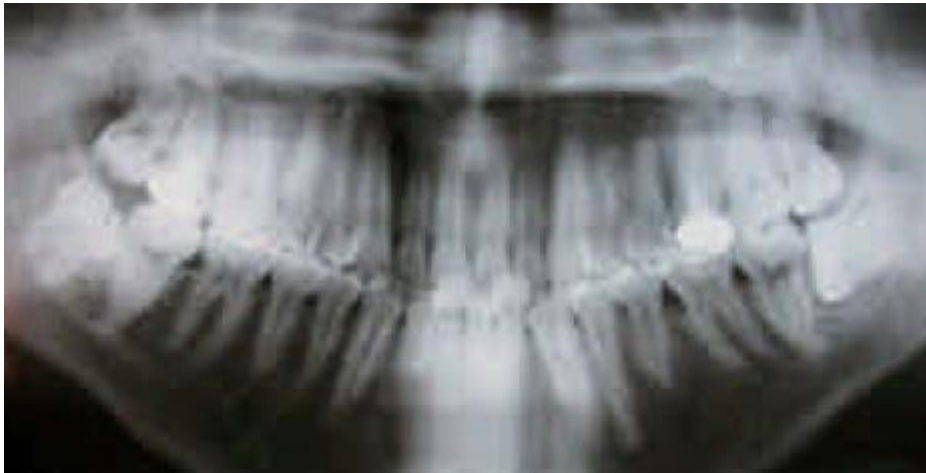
La radiographie panoramique montre une 38 et une 48 enclavées en position oblique, ayant des rapports intimes avec le canal alvéolaire inférieur (SihamT et all ,2005)
